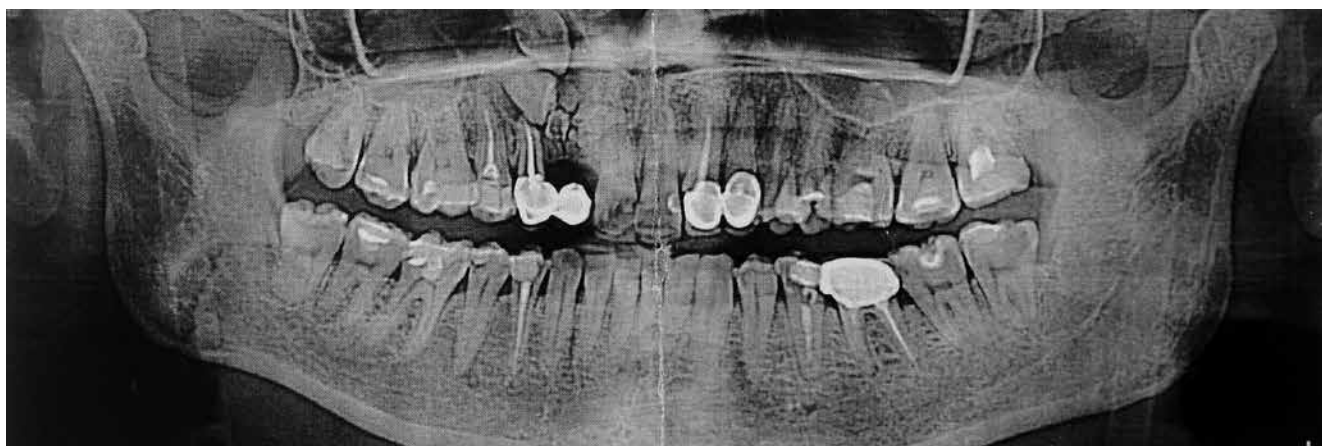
Ортопантомограмма
